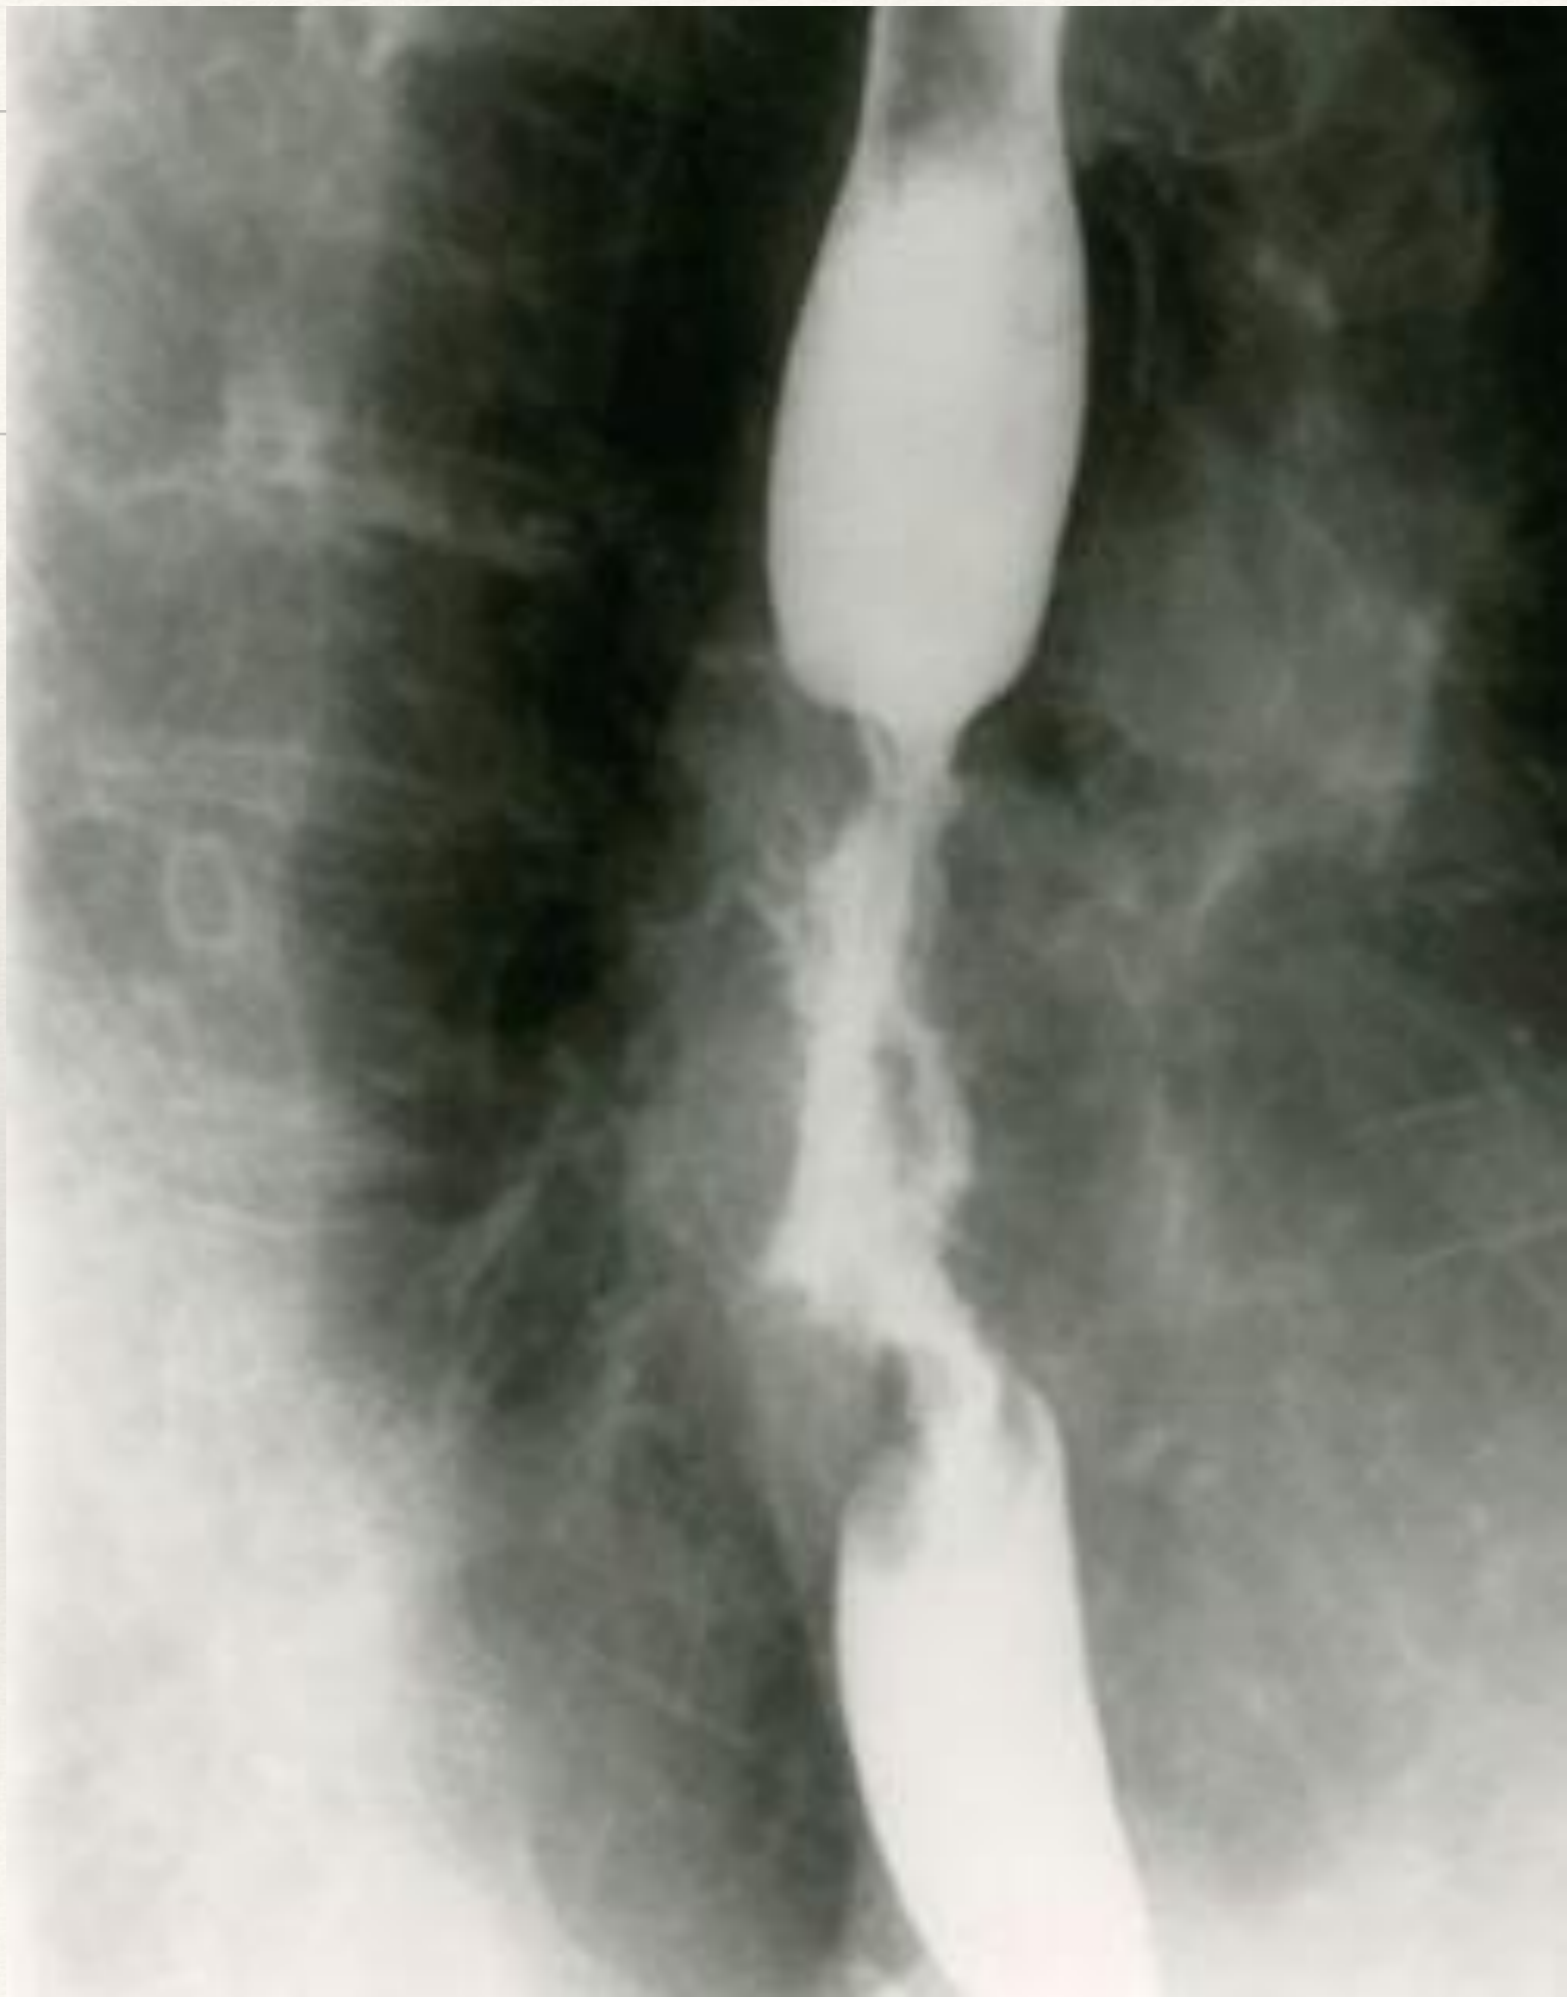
Рентгенограмма контрастированного пищевода. Краевой дефект наполнения на задней стенке пищевода с депо бариевой взвеси в центре. Блюдцеобразный рак пищевода.
